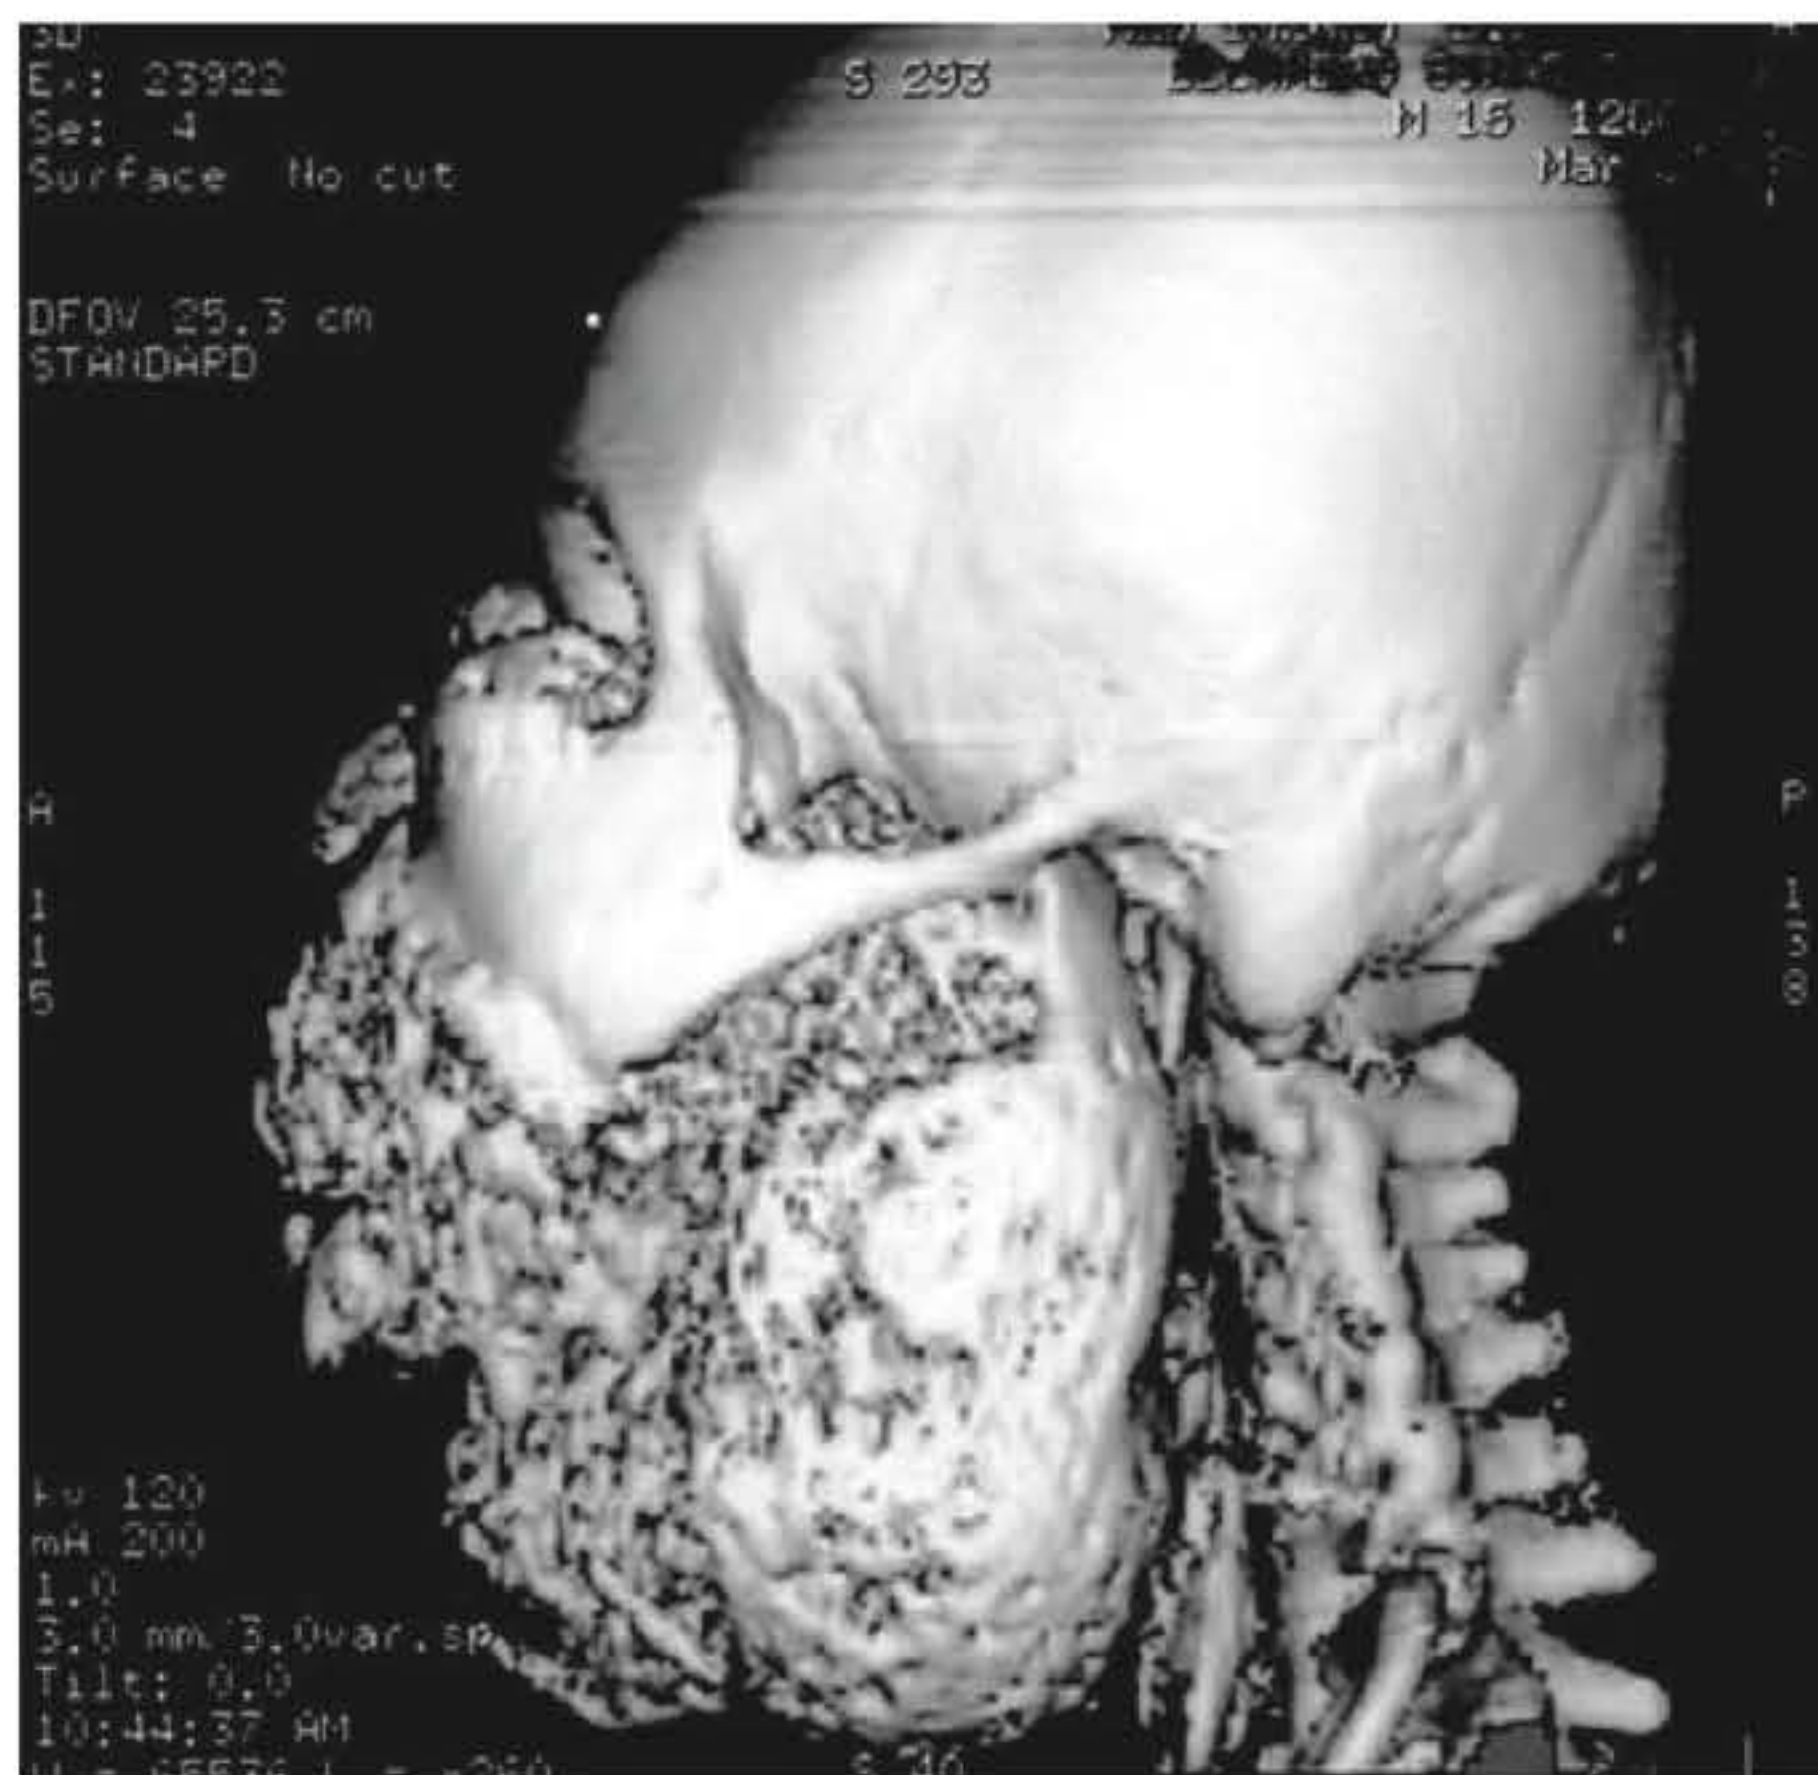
► Tomografia computadorizada de um paciente com diagnóstico de querubismo. Observa-se nesta imagem a gravidade da lesão, com intensa destruição de toda a medular óssea da região maxilomandibular, com preservação de pequena área da cortical óssea do côndilo e ramo mandibular.
